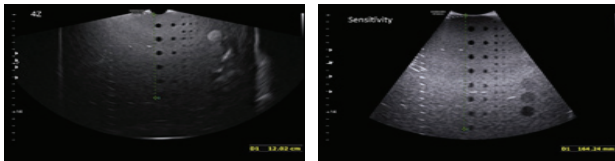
Sensitivity images obtained by convex transducer (right) and transvaginal transducer(left). To assess the penetration depth of ultrasonic beams, The total number of targets consists of eight and how many are observed.
